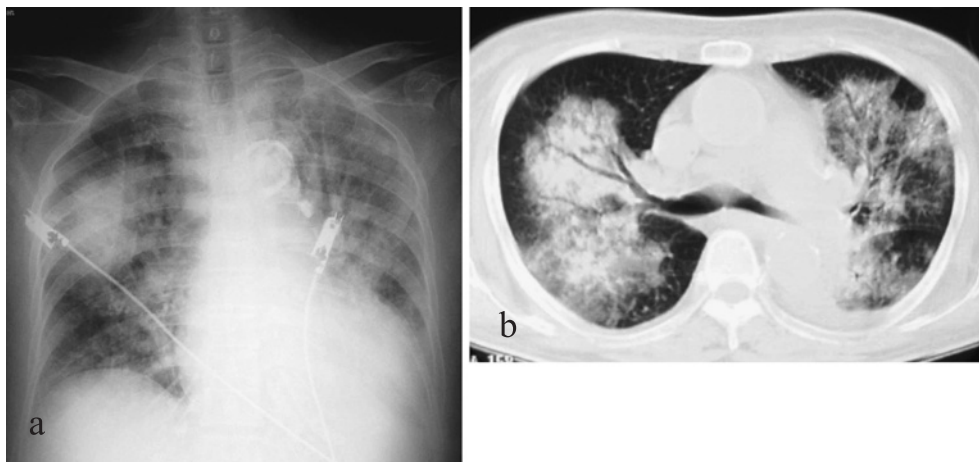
Chest radiograph on admission (a) shows infiltrative shadows in both lung fields and cardiomegaly. Chest computed tomogram on admission (b) shows diffuse infiltrates in both upper lobes.
